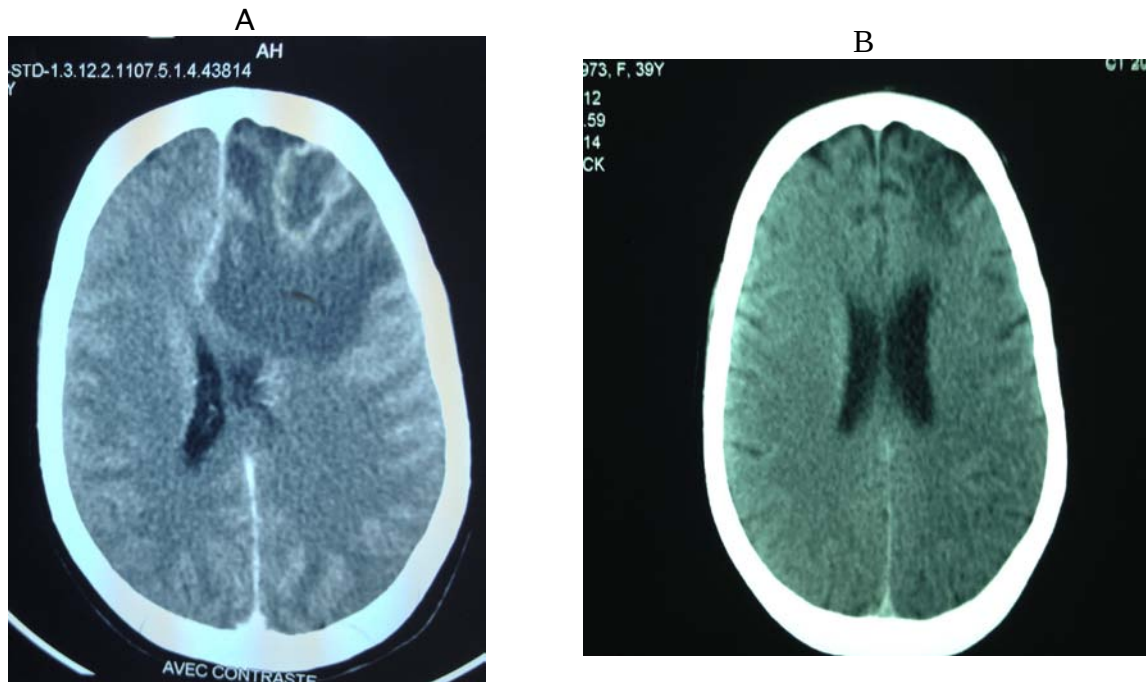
TDM cérébrale d'une TC :
